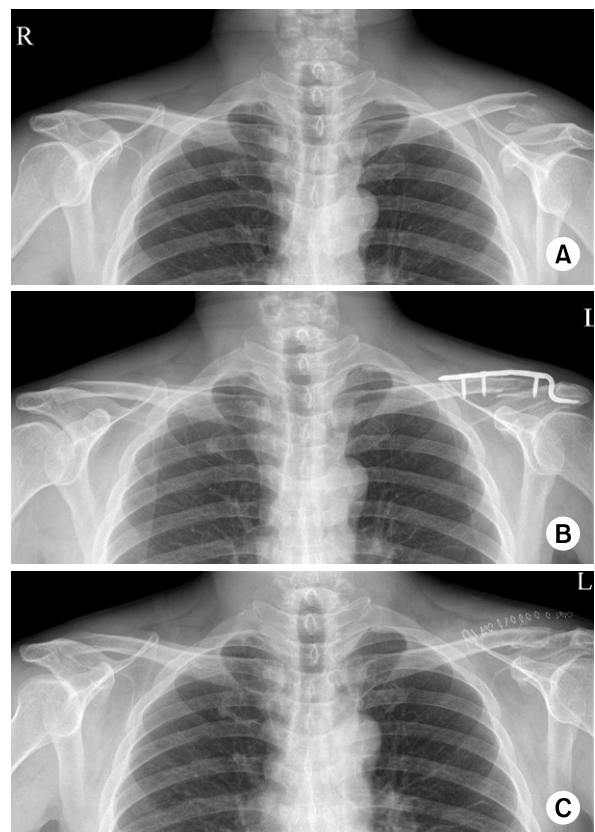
(A) Preoperative radiograph of the left shoulder of a 55 year old male shows distal clavicle fracture. (B) This is postoperative radiograph with Hook plate fixation. (C) At 4 months follow-up, implant is removed without any complication. Bony union is achieved.
